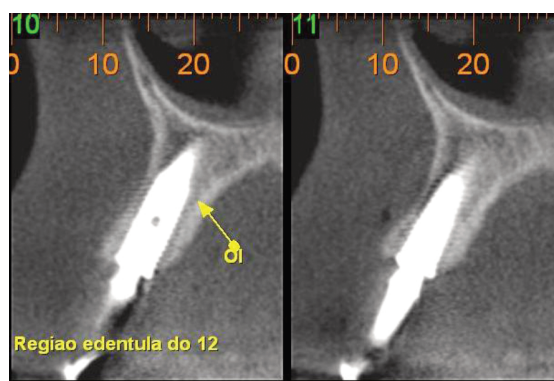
Tomografia, evidenciando a integridade da tábua óssea vestibular e palatina.
